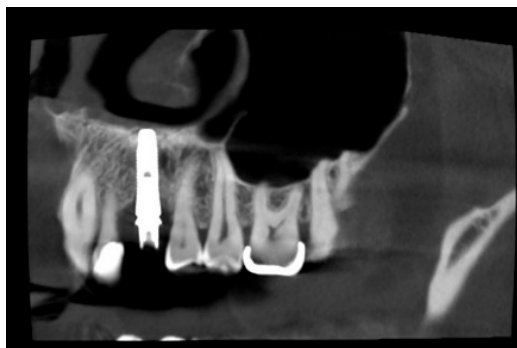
Рентгеновский снимок челюсти больного через 4 месяца после операции
